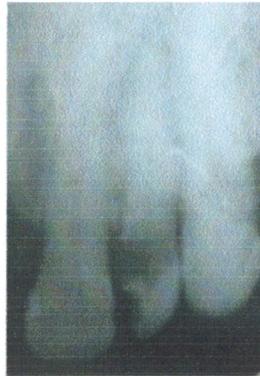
Radiographie préopératoire du deuxième cas clinique
